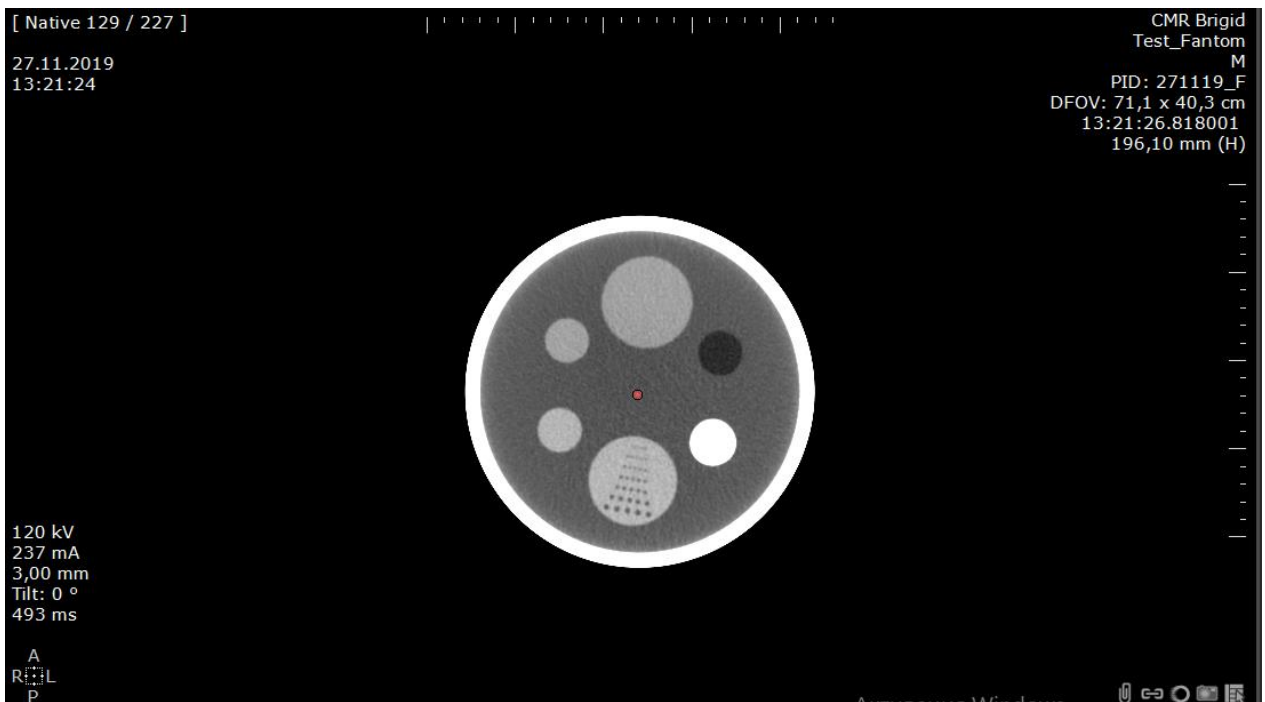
КТ-зображення фантому ACR CT при 64-зрізовому МСКТ
